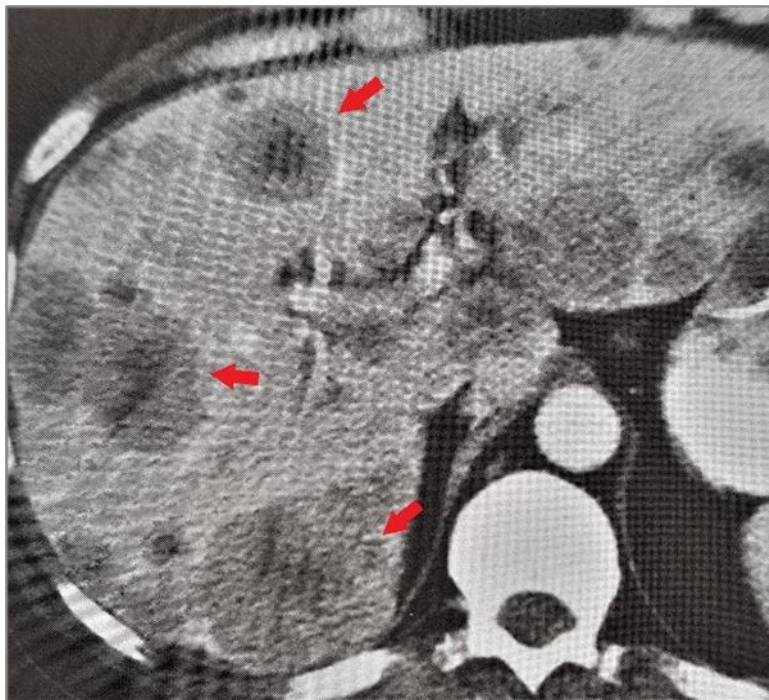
Modifizierte Abbildung hypovaskularisierter Läsionen (roter Pfeil) in der spärarteriellen Phase einer KM-verstärkten CT-Untersuchung³⁷
